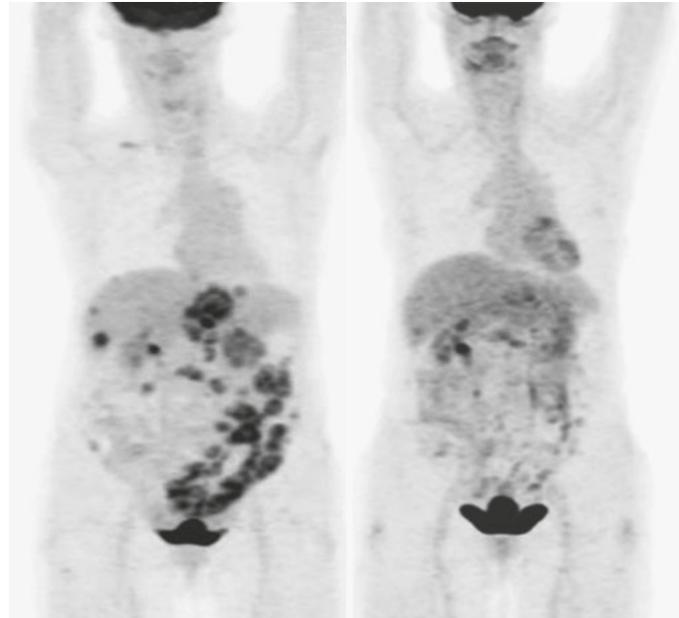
PET von Metastasen. Ausgangsbefund nach sechswöchiger Chemotherapie mit einer gewissen Auflösung der Metastasen.
